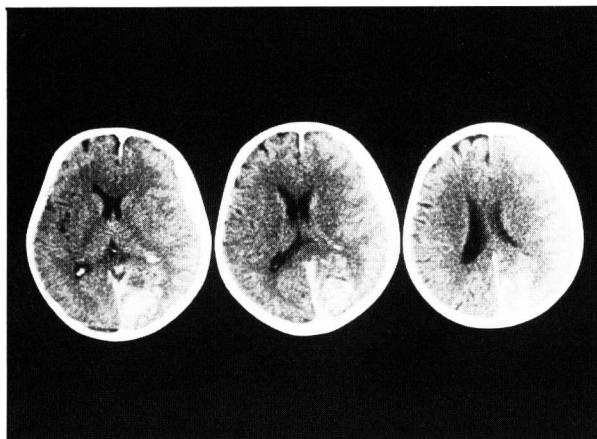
Enhanced CT demonstrated enhanced mass in the right occipital lobe.
